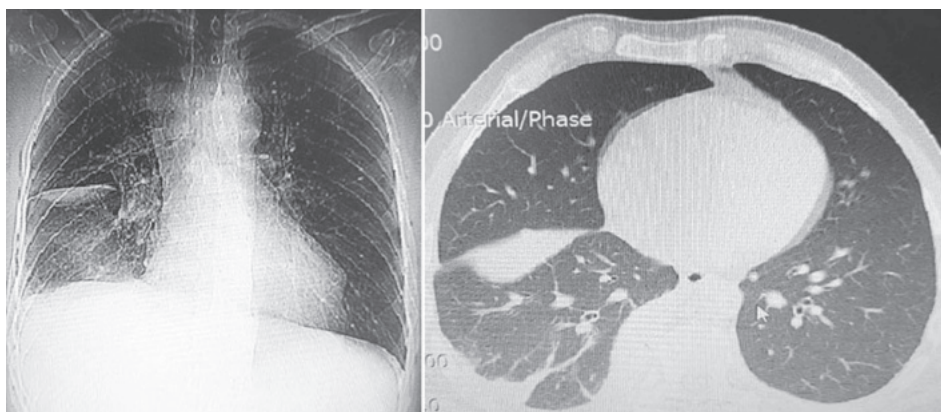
ОР ОГП і КТ ОГП хворого з субплевральною гематомою
